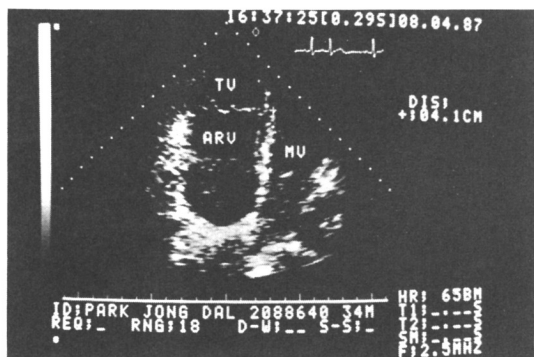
Echocardiographic findings (Apical 4-chamber view) showing displaced tricuspid valve and atrialized right ventricle (ARV).
